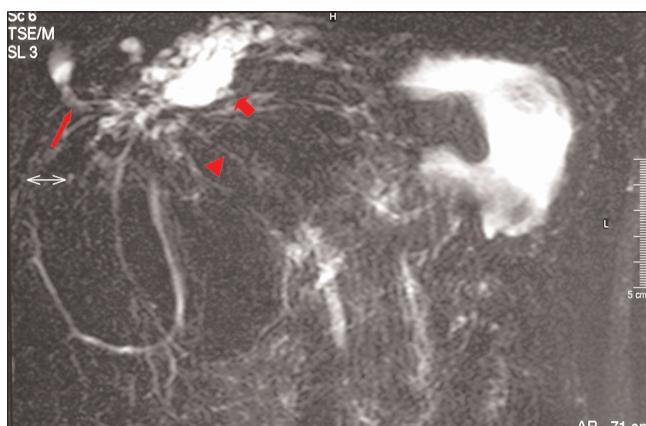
Magnetic resonance cholangiography: a filiform stricture at the common hepatic duct (red arrowhead), and dilation of the left intrahepatic duct (short red arrow). Bronchobiliary fistula (long red arrow).
